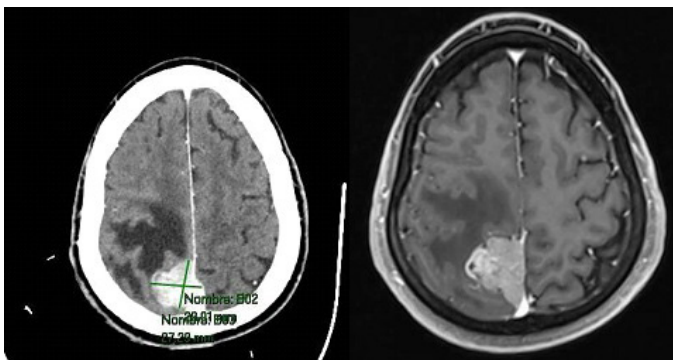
Imagen de corte craneal de RMN de cráneo, en diferentes secuencias, en la que se observa LOE para sagital derecha con efecto masa.
